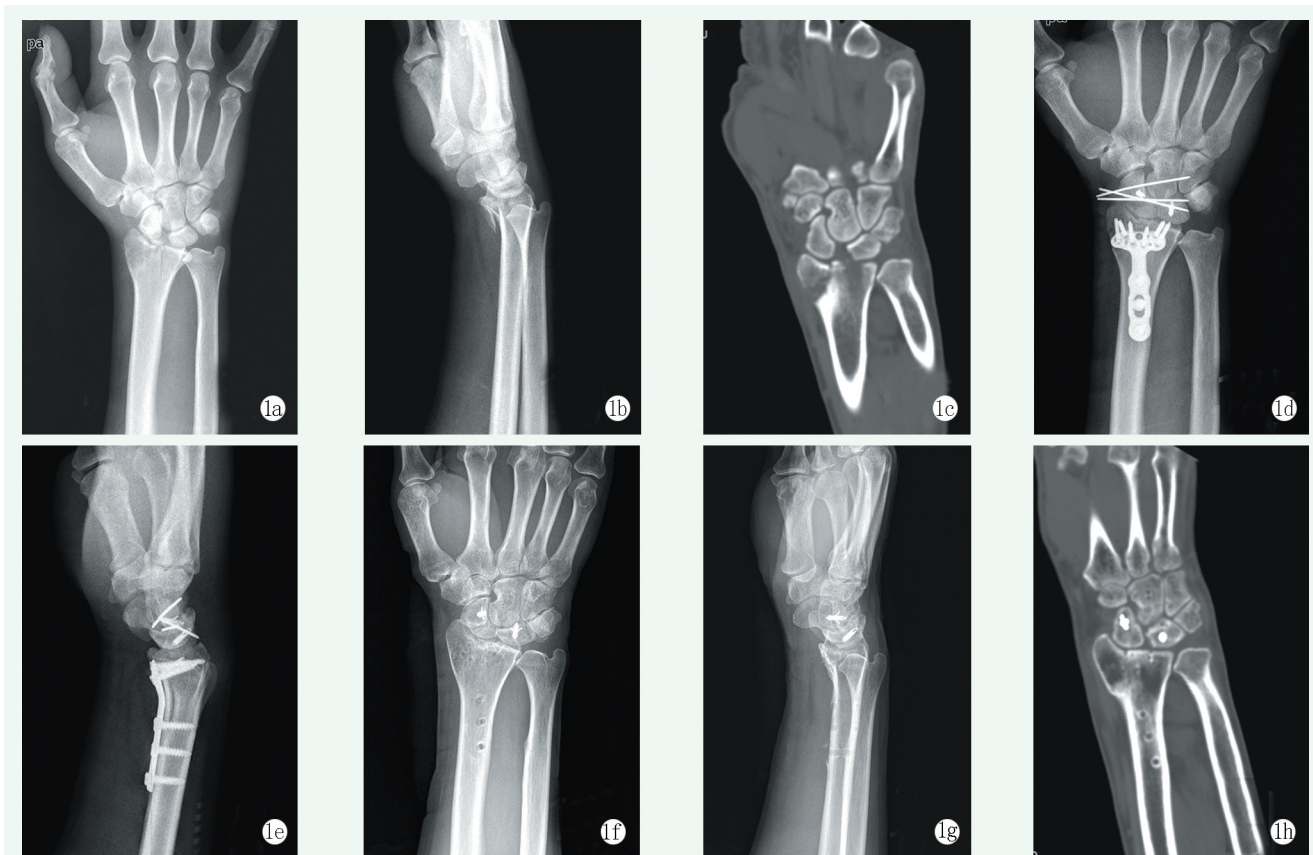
患者,男,59 岁,跌伤致右桡骨远端 B 型骨折合并 SLD,切开复位内固定桡骨远端同时修补 SLIL 1a, 1b: 术前患侧腕关节正侧位 X 线片示桡骨远端骨折移位及增大的舟月间隙和舟月角 1c: 术前冠状位 CT 示增大的舟月间隙和桡骨远端关节面台阶 1d, 1e: 术后 8 周拔除克氏针前腕关节正侧位 X 线片示桡骨远端复位、舟月排列正常 1f, 1g: 术后 28 个月去除桡骨内固定后腕关节正侧位 X 线片示舟月间隙、舟月角正常,桡骨骨性愈合 1h: 术后 28 个月腕关节冠状位 CT 示桡骨关节面平整,舟月间隙正常
